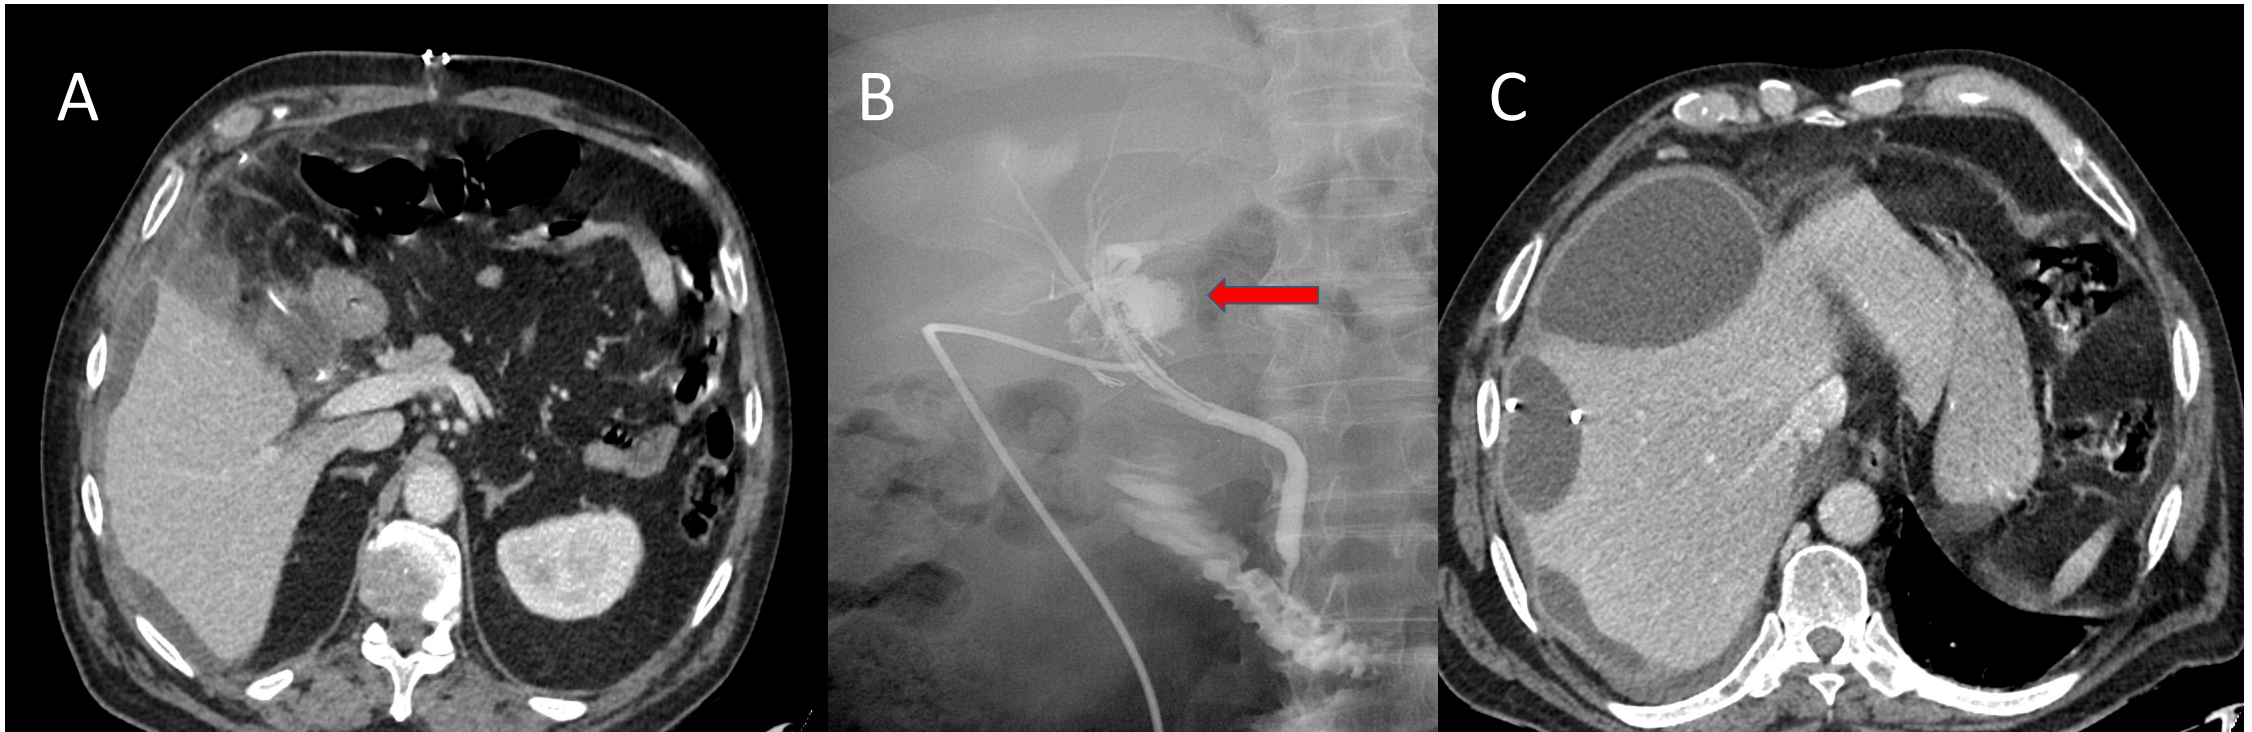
Fuga biliar postcolecistectomía en paciente de 80 años con dolor en hipocondrio derecho a los 3 días de la cirugía. (A) TC con contraste iv.: colección líquida subcapsular hepática compatible con bilioma, adyacente a tubo de Kehr normoposicionado. (B) Colangiografía trans-Kehr: se constata fuga biliar desde la cara medial del conducto hepático común hacia la colección previamente descrita en la porta hepatis (flecha). (C) TC de control a los 10 días: aumento del tamaño y mayor organización del bilioma, pese a la colocación de drenaje percutáneo.
